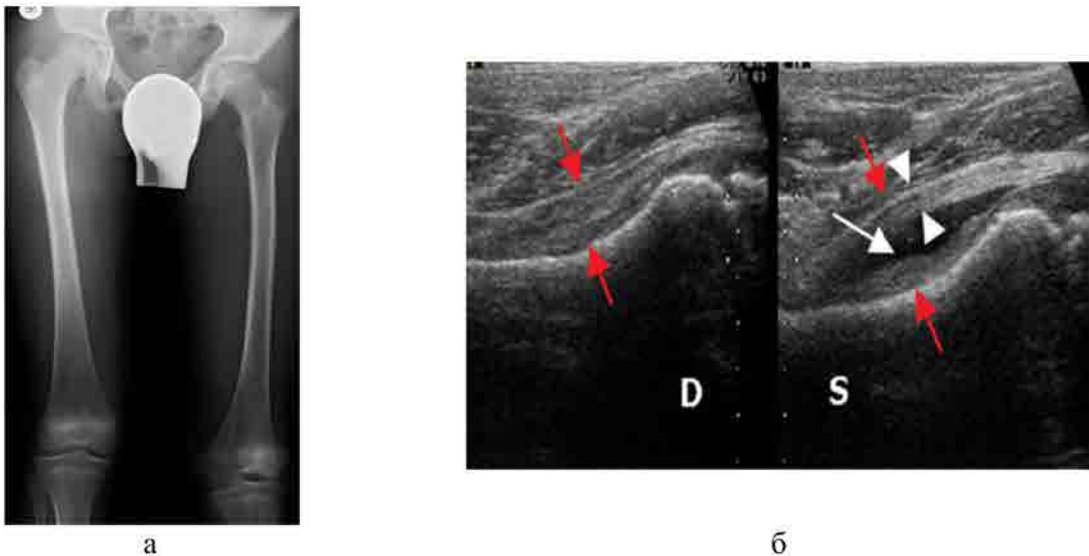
Рентгенограмма и сонограммы таза и бедренных костей ребенка 15 лет с ОГО левого тазобедренного сустава: а – рентгенограмма бедренных костей с захватом суставов в прямой проекции при поступлении патологических изменений не выявлено, асимметричная укладка пациента связана с выраженным болевым синдромом, б – УЗИ, продольный скан по передней поверхности тазобедренных суставов, исследование в режиме 2-х полей: коксит слева (S) – минимальное количество выпота в полости сустава (белая стрелка)
